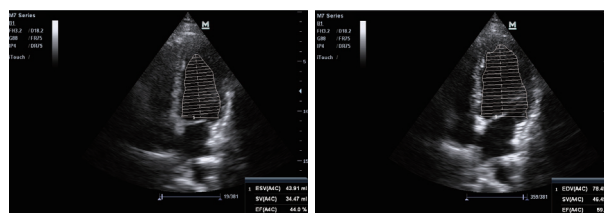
1 例 80 岁女性感染性休克患者心脏四腔心切面超声心动图 被动抬腿试验(PLR)前(左)及 PLR 后(右)每搏量(SV)与左室射血分数(LVEF)均增加
